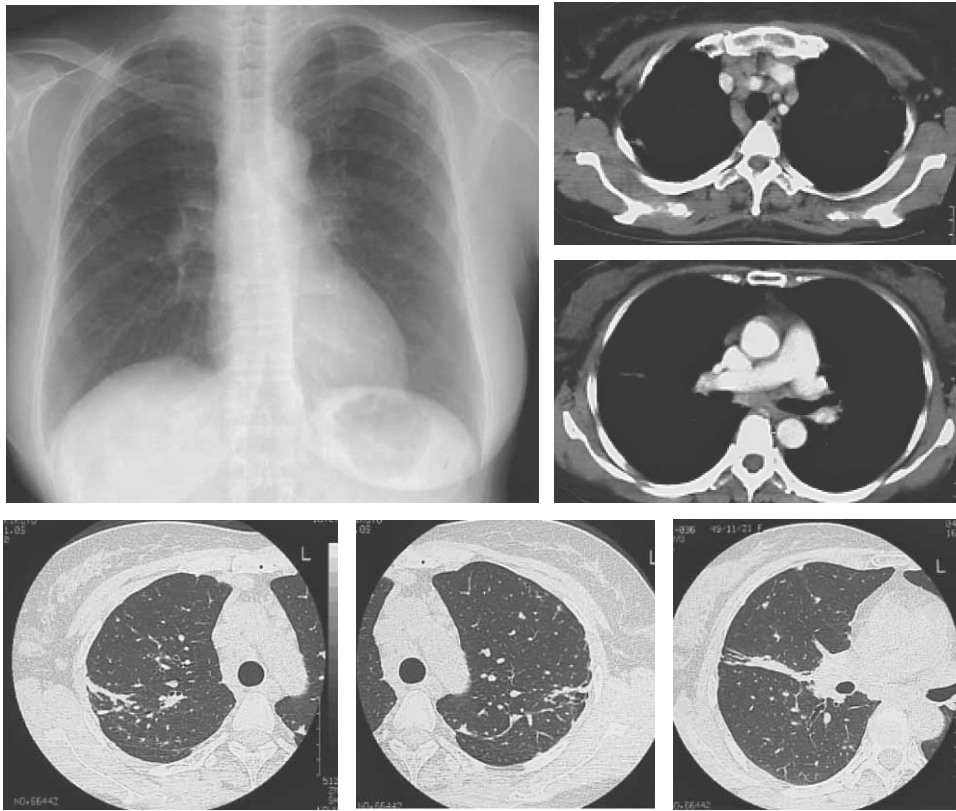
Chest radiograph and CT showed bilateral hilar, mediastinal lymph node
